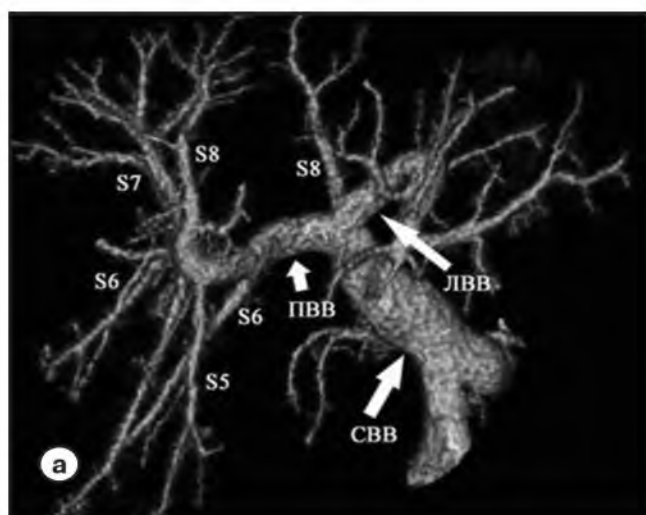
КТ-ангиография, 3D-реконструкции, (портальная фаза), в коронарной (а) и косой коронарной (б) проекциях: а – отхождение дополнительной ветви S8 сегмента от левой воротной вены, самостоятельное отхождение дополнительной ветки S6 сегмента от ПВВ; S5,6,7,8 – ветви к соответствующим сегментам печени, СВВ – ствол воротной вены, ЛВВ – левая воротная вена, ПВВ – правая воротная вена; б – неразделенный ствол воротной вены (СВВ) продолжается в левую воротную вену (ЛВВ), правая воротная вена отсутствует.
